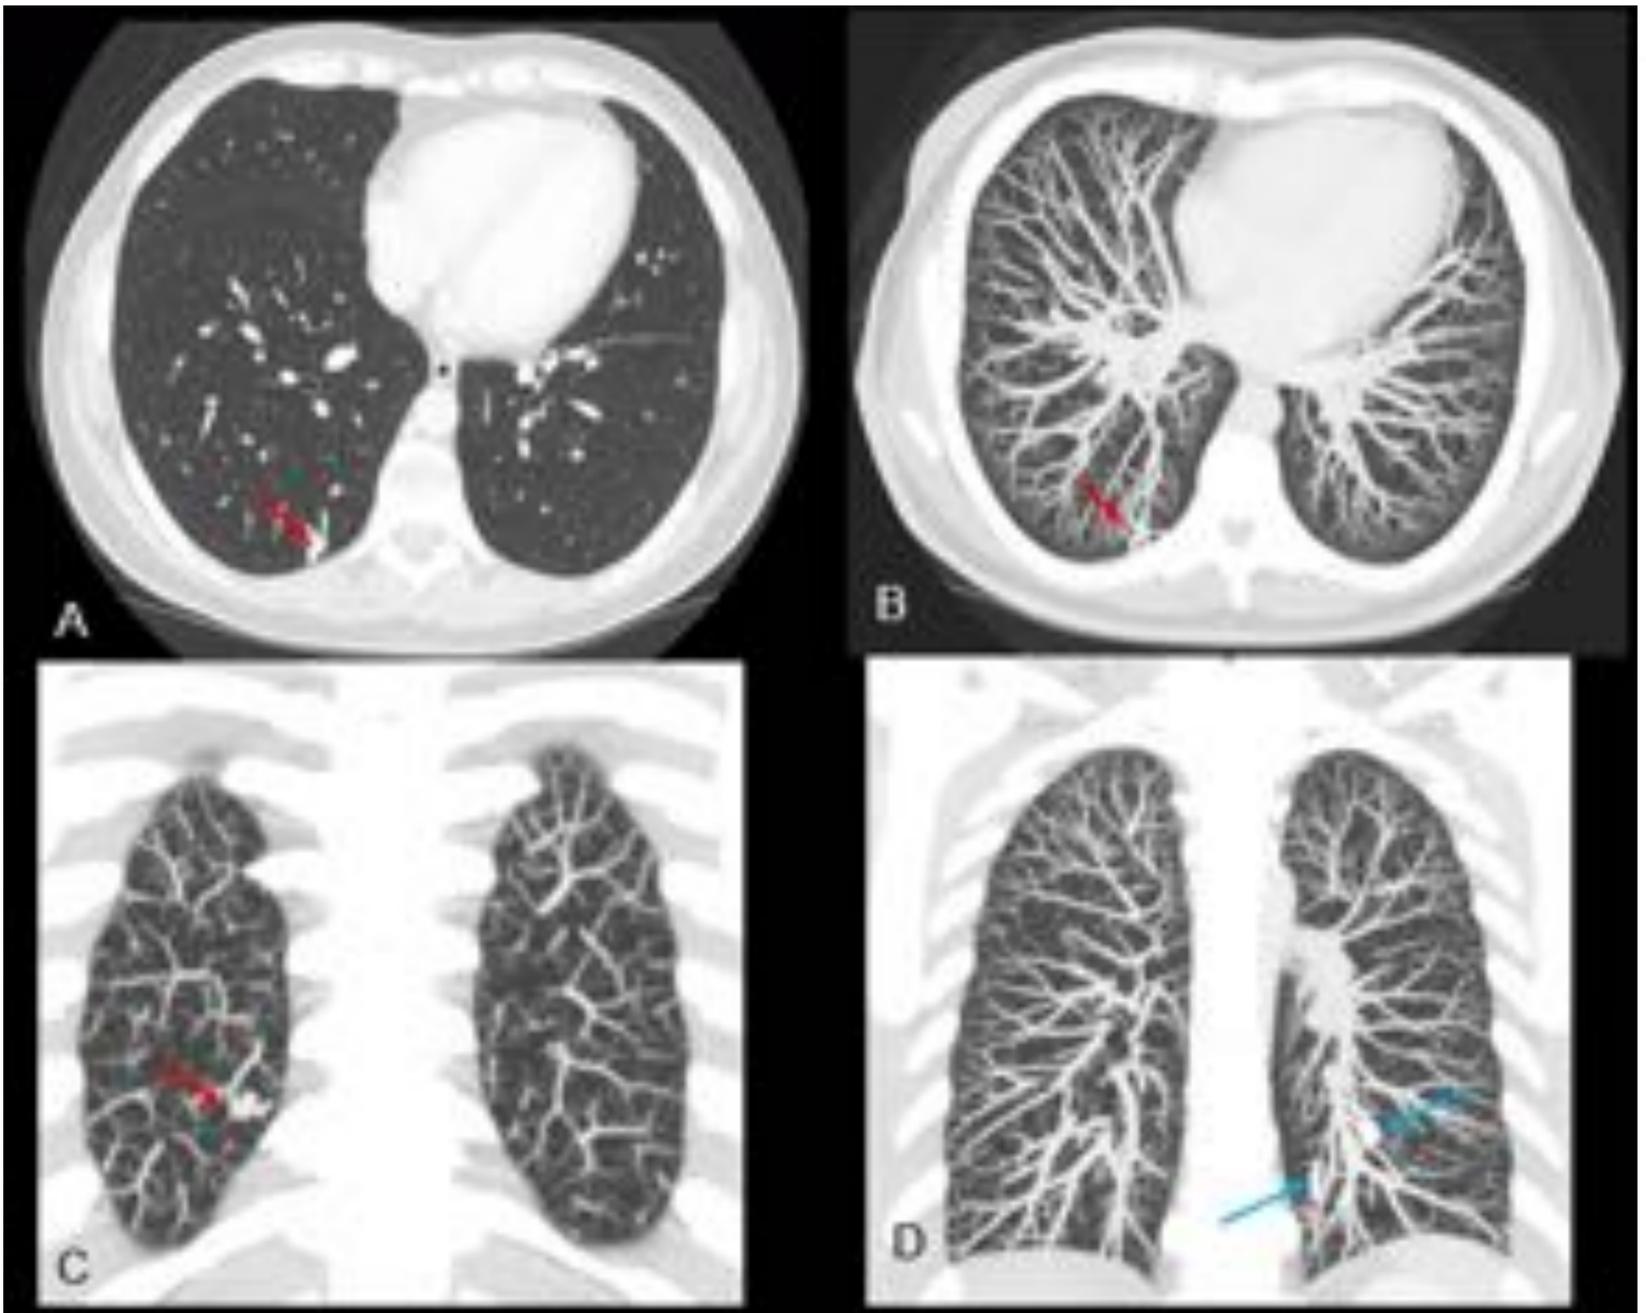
TC de tórax con contraste intravenoso en fase en arterial. A: TC cortes axiales. B:TC MIP axial. C Y D: TC MIP coronal.
